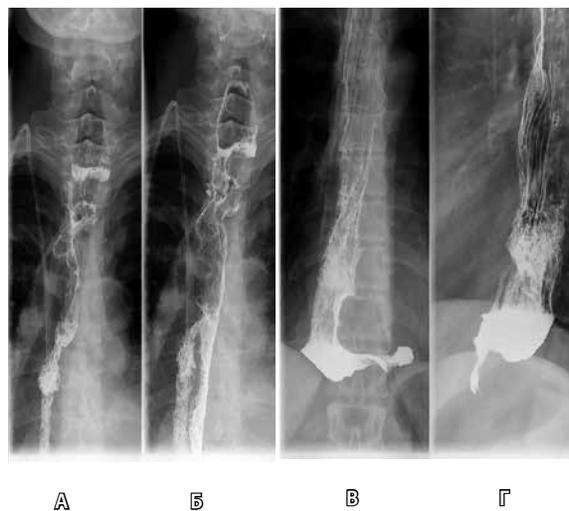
Рентгенограммы «искусственного» пищевода на 5-е сутки после операции: А и Б – зона пищеводно-желудочного соустья на шее, В и Г – желудочный трансплантат в нижнегрудном отделе и ниже диафрагмы
